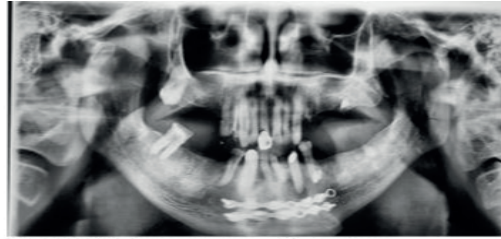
Ortopantomografía donde se observa reducción de fractura mandibular
